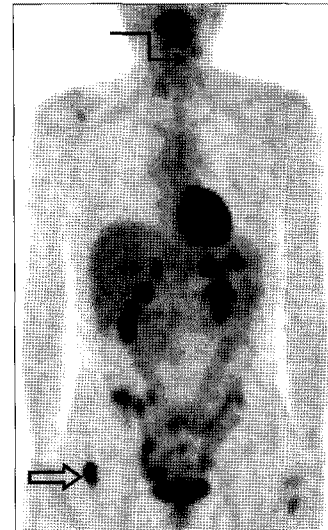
Positron emission tomographic image scanned at May 2009. Newly developed metastasis in right adrenal gland (straight arrow, maxSUV=4.1) and right sartorius muscle (open arrow, maxSUV=6.0). Mild focal hypermetabolic lesion in left posterior neck soft tissue (curved arrow, maxSUV=1.9). Normalized metabolism in left adrenal gland lesion
